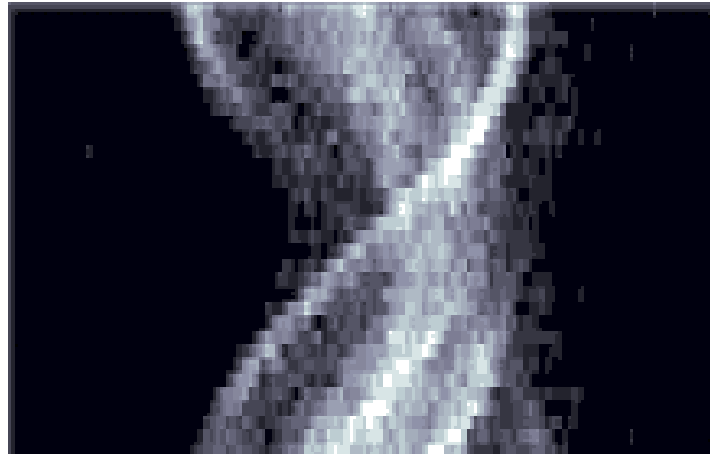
Sinograma PET [6].
